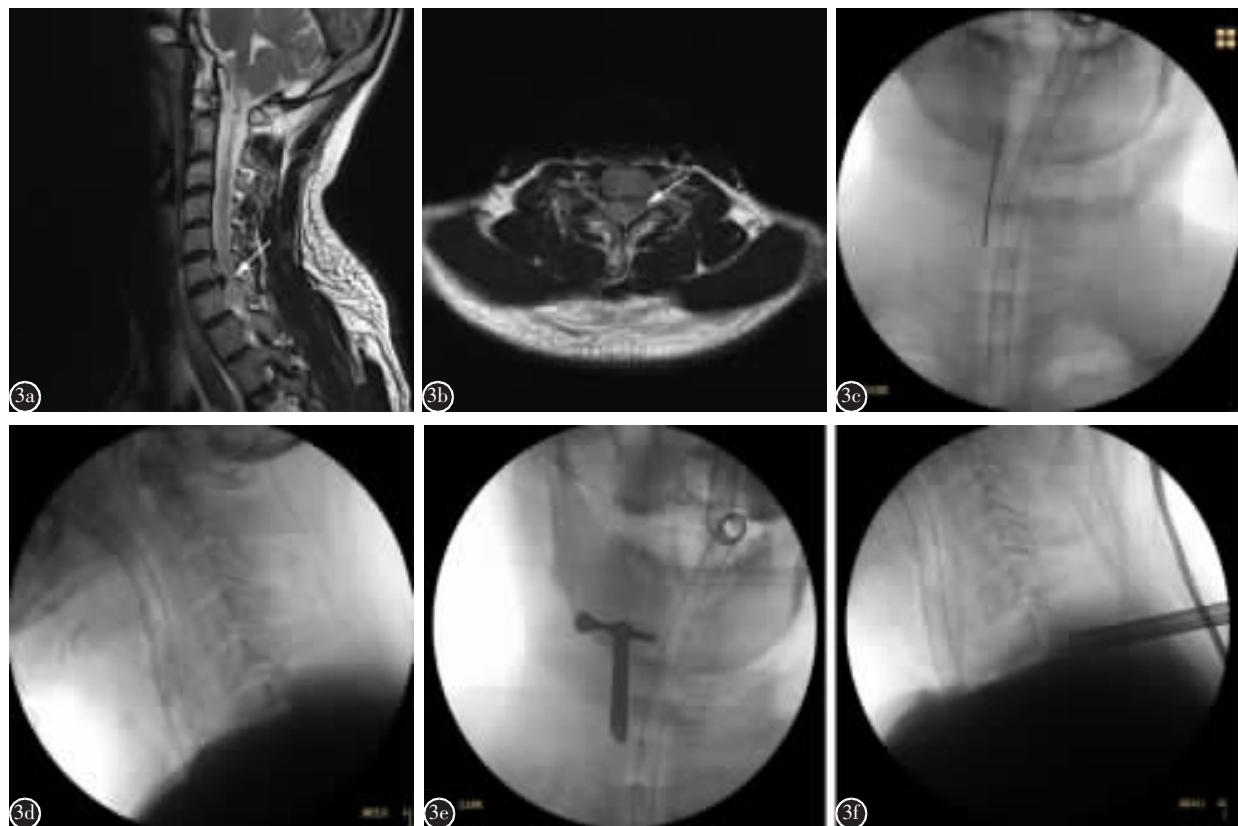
患者男,46岁(行PPECD病例) a、b 术前颈椎MRI,箭头所示为颈椎间盘髓核突出位置 c、d 术前定位针定位情况 e、f 术前工作套筒放置位置
